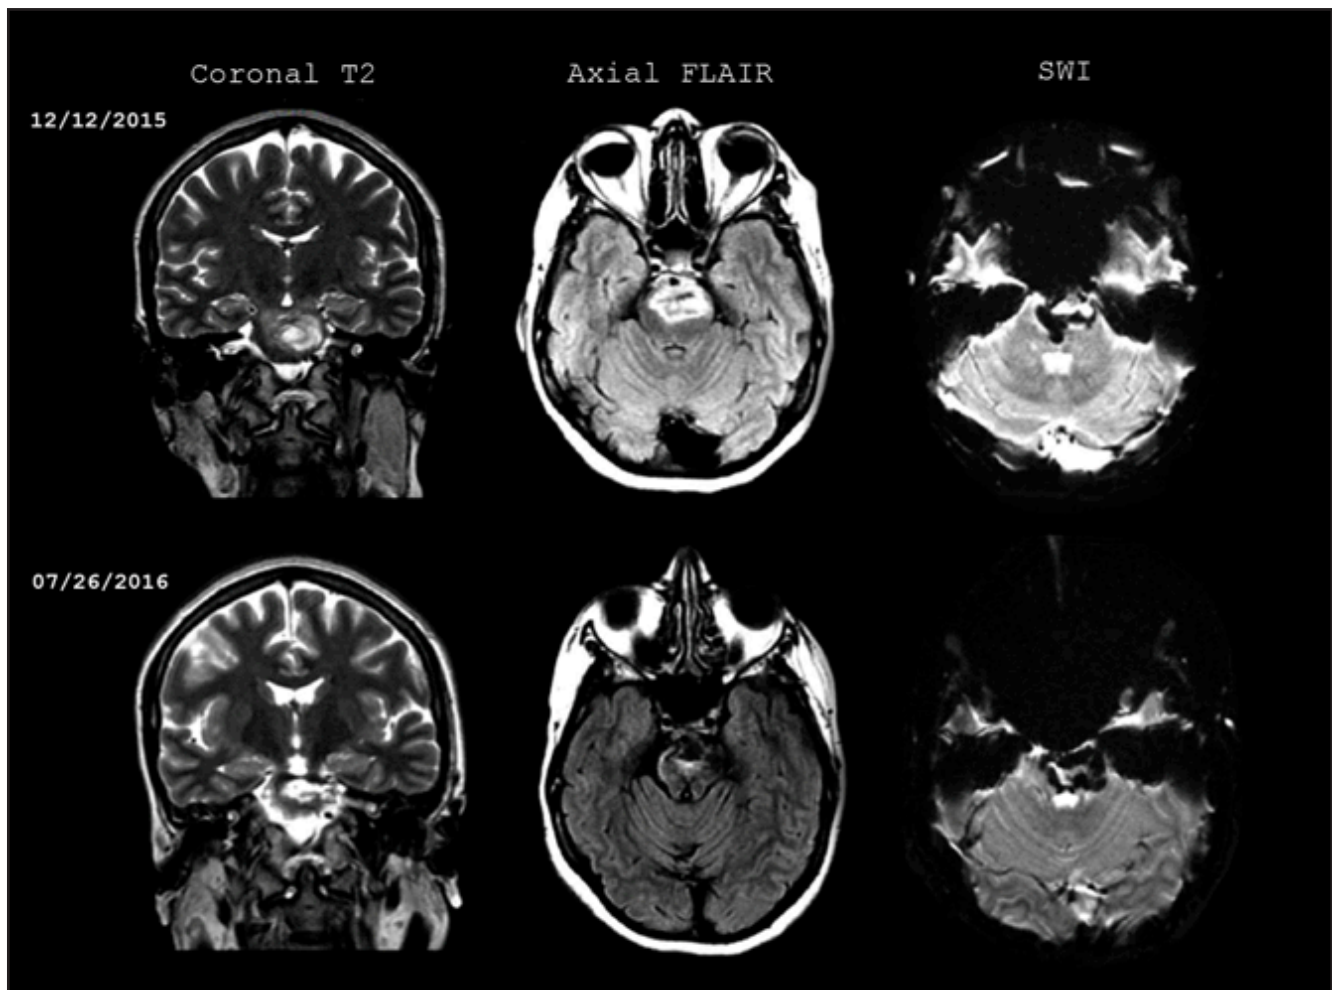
La resonancia cerebral inicial y un control siete meses después del ACV. Hemorragia del tallo cerebral que se extiende desde el mesencéfalo hasta la protuberancia, con señal heterogénea en T2, edema perilesional en FLAIR. En SWI la sangre permanece en diferentes estadios de evolución, sin cambios de tamaño con respecto a las imágenes iniciales.
